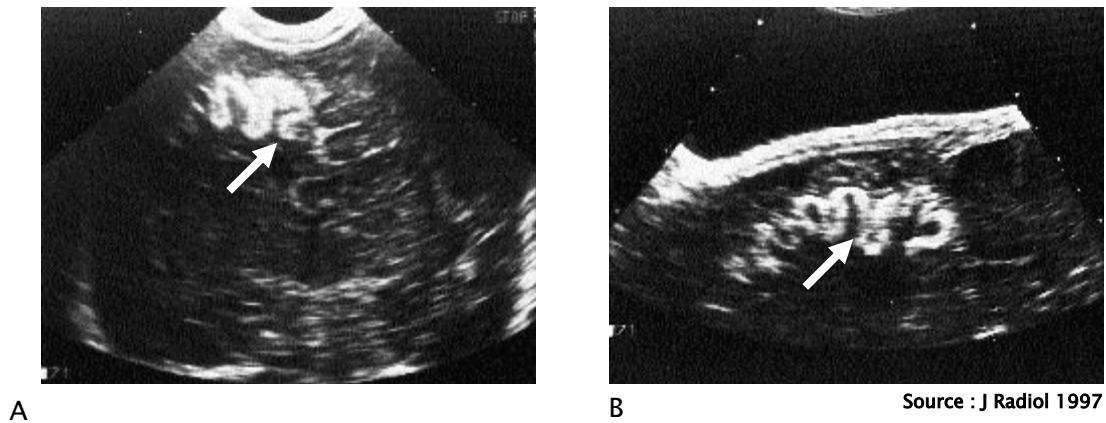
échographie cérébrale transfontanelle.
